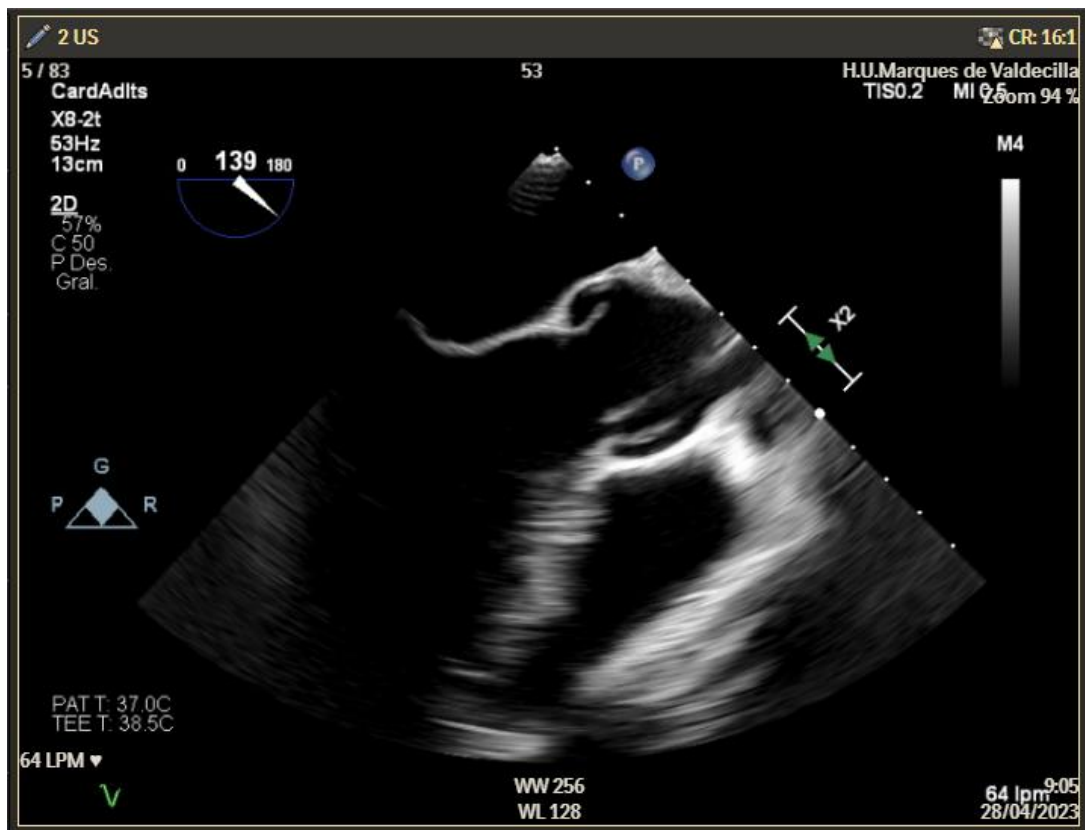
Ecocardiografía transesofágico: fibroelastoma.
